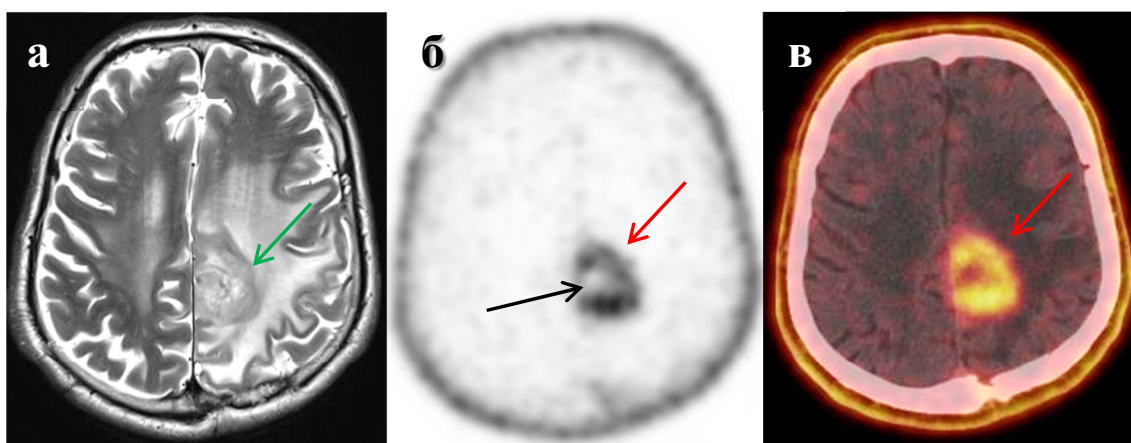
Глиома левой лобно-затылочной области. При МРТ в режиме T_2 в аксиальной проекции (а) парасагитально в левом полушарии мозга определяется опухоль с массивным отеком (зеленая стрелка). При ПЭТ (б) и ПЭТ/КТ (в) в аксиальных проекциях отмечается гиперфиксация ^{18}F -ФМХ в периферических отделах опухоли (красные стрелки), отграничивающая центральную гипометаболическую зону некроза (черная стрелка, б)
